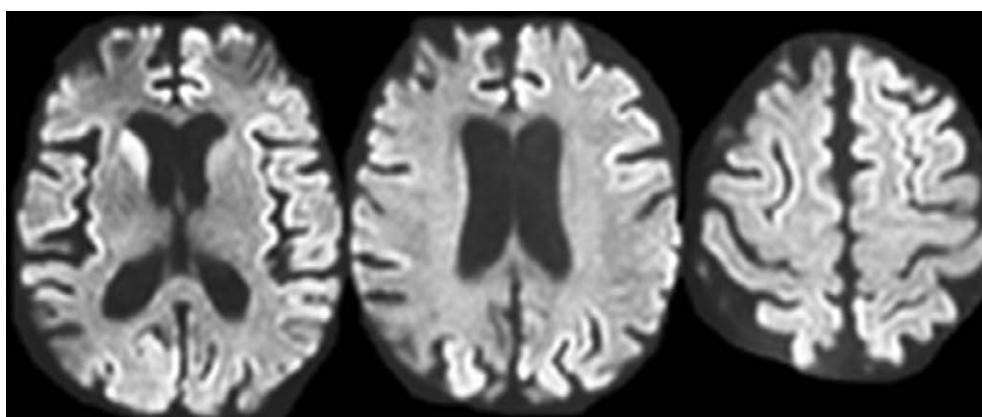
A Hypersignal cortical et du noyau caudé droit en IRM séquence de diffusion, coupes axiales, évoquant une maladie de Creutzfeldt-Jakob.
